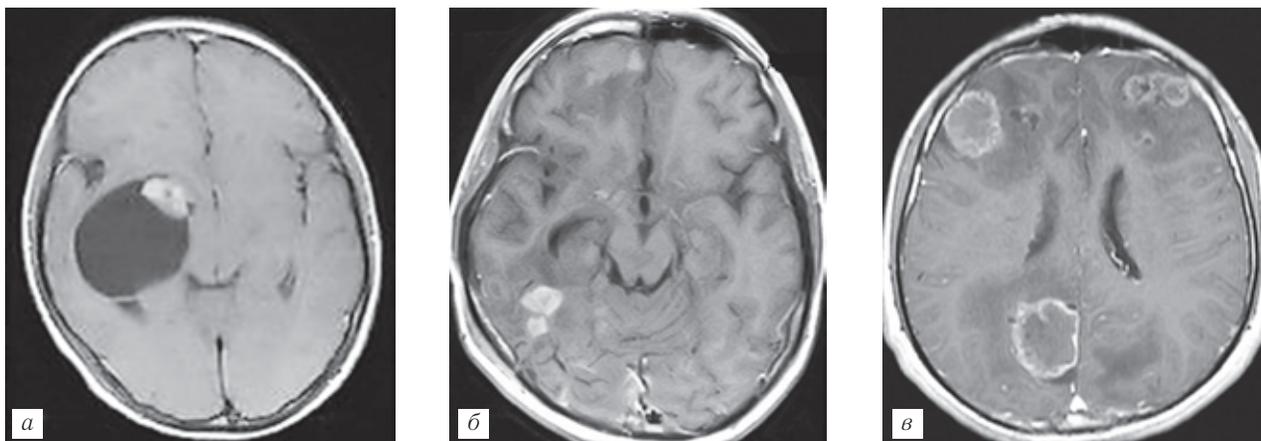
МРТ. Постконтрастные изображения: эхинококковая киста (а) и альвеококковые узлы головного мозга (б, в) у разных больных.
